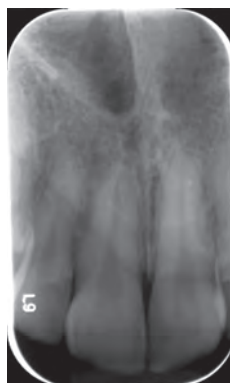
Final periapical control radiograph
